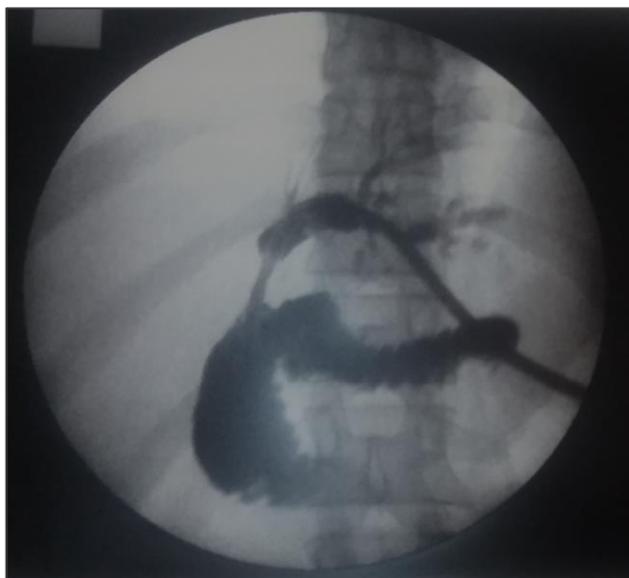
Рентгенограмма наружно-внутреннего дренажа, проведенного через зону стриктуры в ДПК
